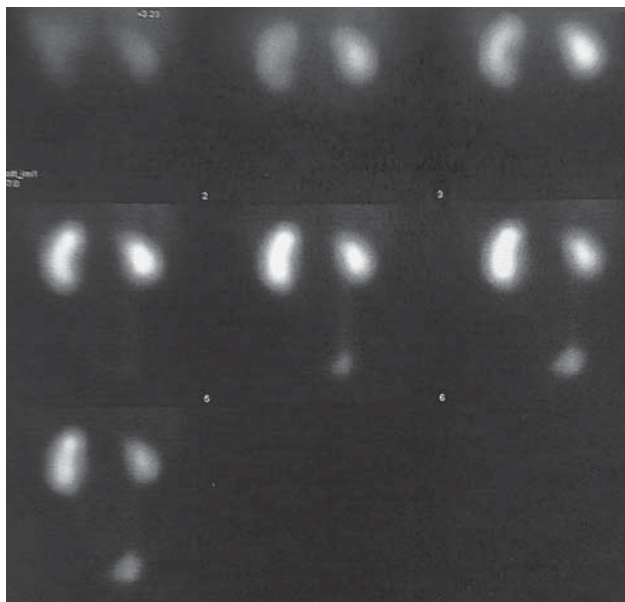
Динамическая сцинтиграмма почек. Остановка записи на 7-й минуте при появлении радиометки в правом мочеточнике на всем протяжении и минимально в мочевом пузыре, левый мочеточник отчетливо не визуализируется в связи обструктивным характером выведения и стойкой задержкой эвакуации из собирательной системы.
